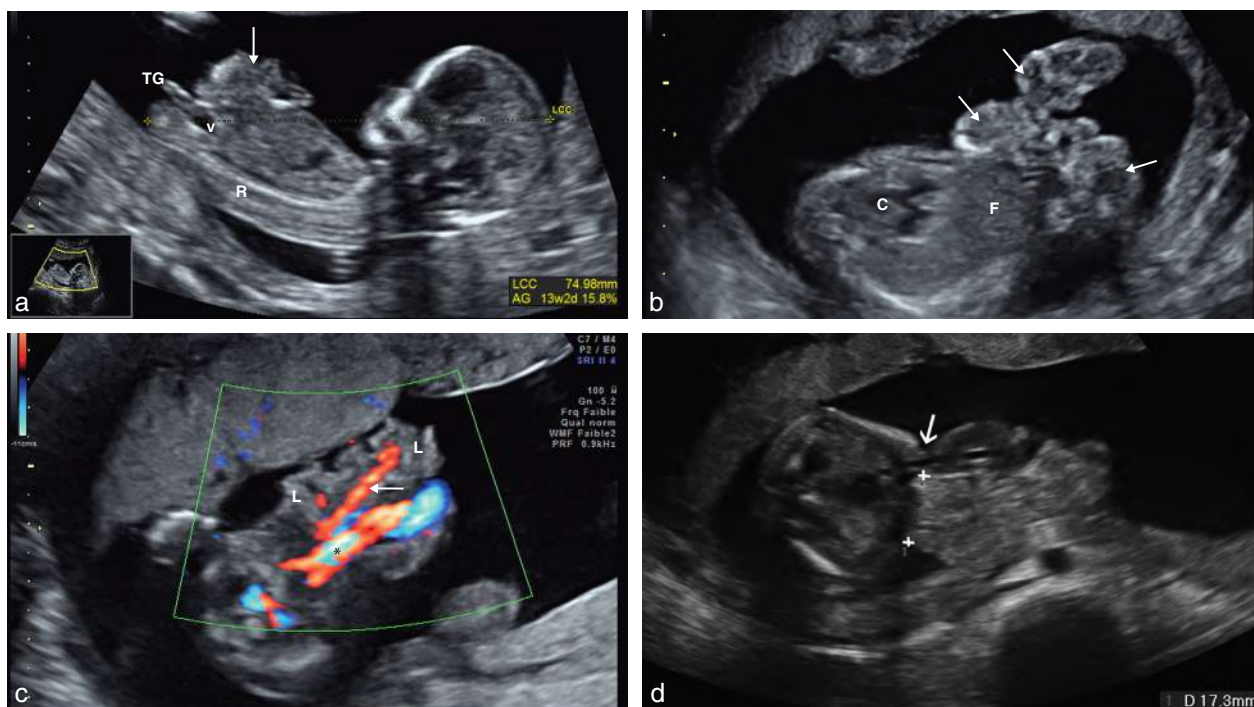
Laparoschisis : aspects échographiques. a. Coupe sagittale de l'embryon. 13 SA. La paroi abdominale est anormale permettant l'extériorisation des anses intestinales (→). On note que la vessie (v) est en place chez cet embryon de sexe féminin : le tubercule génital (TG) est parallèle au rachis (R). b. 19 SA. Coupe oblique thoraco-abdominale. Les anses intestinales flottent dans le liquide amniotique (→). Elles se détachent nettement de la paroi abdominale. La lumière intestinale ne se distingue pas encore. C : cœur ; F : foie. c. 16 SA. Coupe transversale de l'abdomen passant par l'ombilic avec Doppler couleur. On distingue à côté du cordon ombilical (*), individualisé par les artères ombilicales, l'artère mésentérique supérieure (→) qui vient vasculariser le laparoschisis (L). d. 23 SA. L'intestin sort à droite du cordon (→). Mesure du collet dont le diamètre dépasse les 15 mm, plutôt de bon pronostic.
